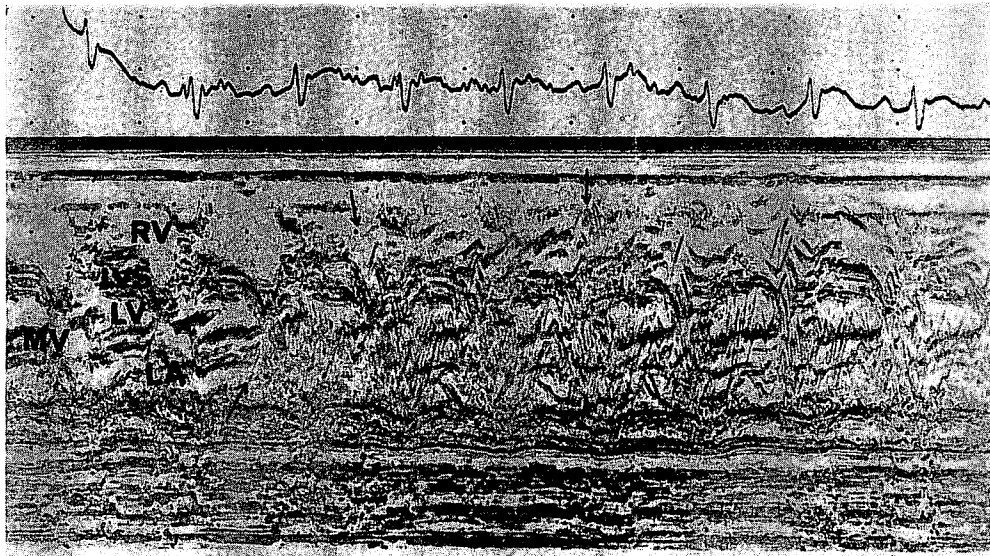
Contrast echocardiogram from a 2 month-old baby with cyanosis.
